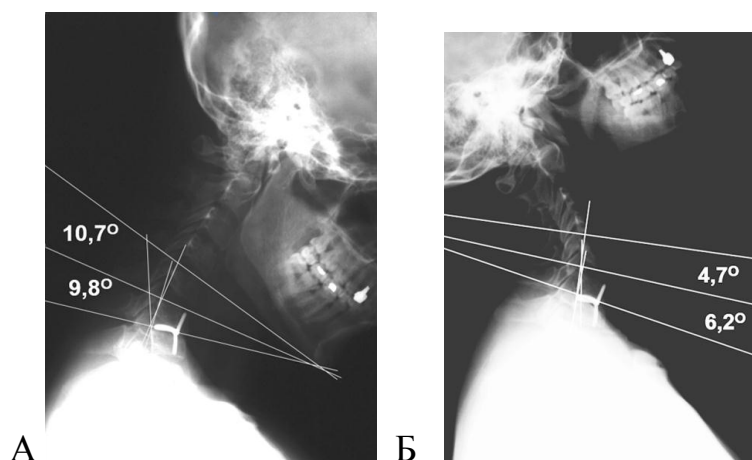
Функциональные рентгенограммы при флексии (А) и экстензии (Б) больного Г. после резекции диска и установки эндопротеза (через 6 мес. после операции)
